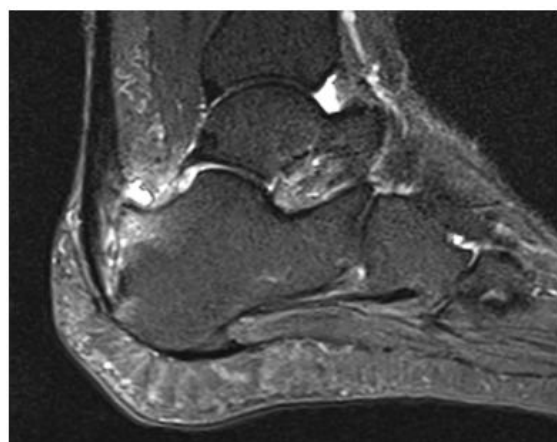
Coupe IRM sagittale en séquence T2 de l'arrière pied droit de la 2ème malade montrant une bursite pré-achilléenne et une tendinopathie
